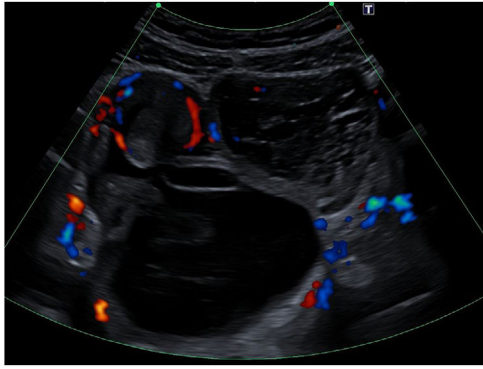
Ecografía-doppler abdominal, donde se objetiva lesión quística, con contenido líquido, sólido y calcificaciones.
